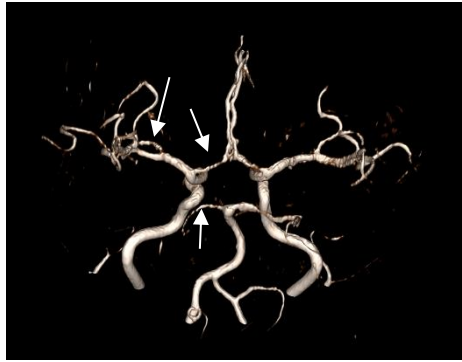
Angio-RM com marcadas irregularidades no calibre das artérias cerebrais anteriores, das artérias cerebrais médias e das artérias cerebrais posteriores (setas).
